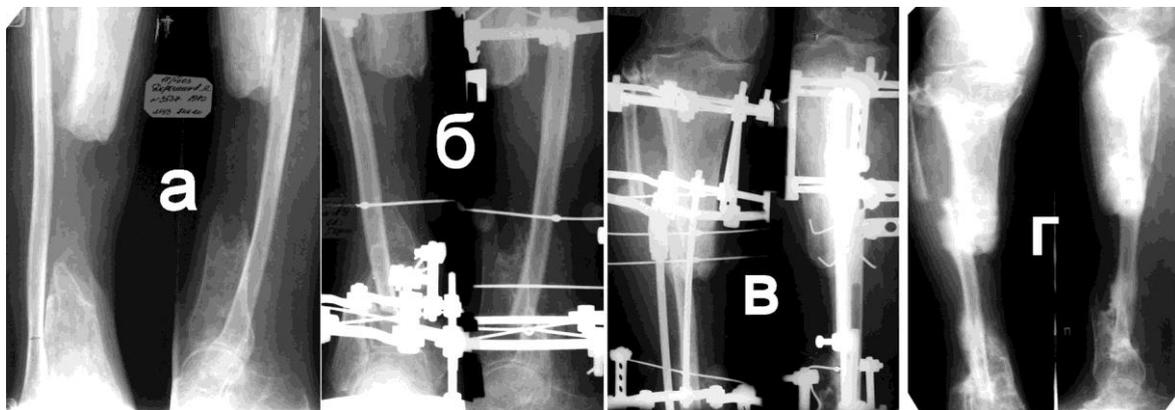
Иллюстрации к наблюдению по лечению больного Д.: а) рентгенограммы правой голени при поступлении; б) в процессе первого этапа лечения – дистального межберцового синостозирования; в) в процессе второго этапа лечения – проксимального межберцового синостозирования; г) результат лечения через 1 год
